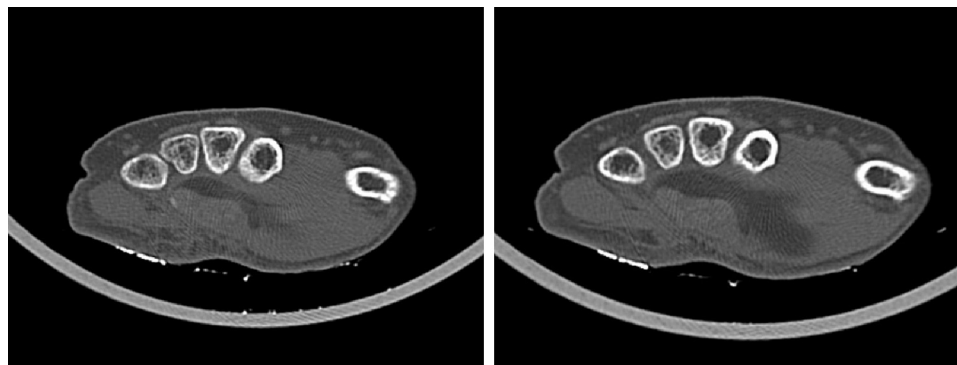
TAC pré-operatória da mão.
